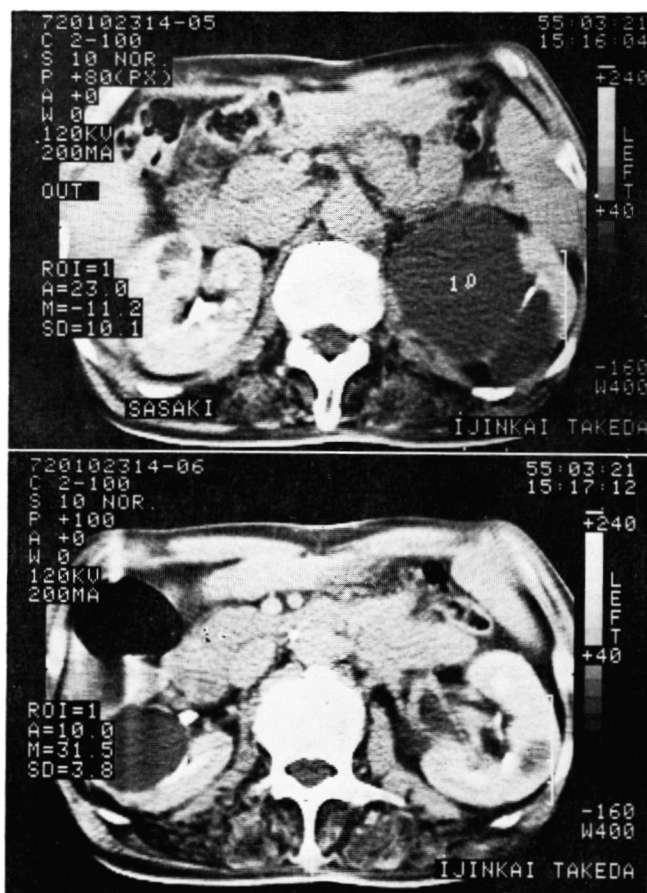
Case 3. CT of the abdomen shows small low-density areas in the renal parenchyma besides large low-density area causing distortion of the collecting system on each side.
